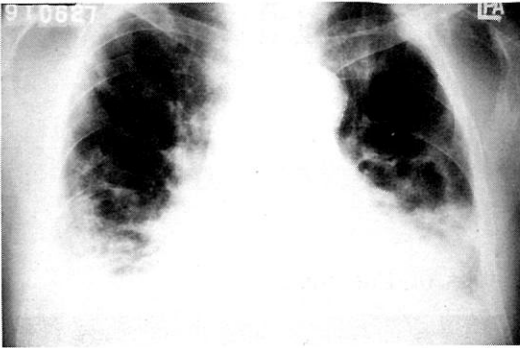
Chest radiograph of a patient with BOOP shows the radiographic pattern of bilateral patchy alveolar infiltrates on both lower lung fields.
